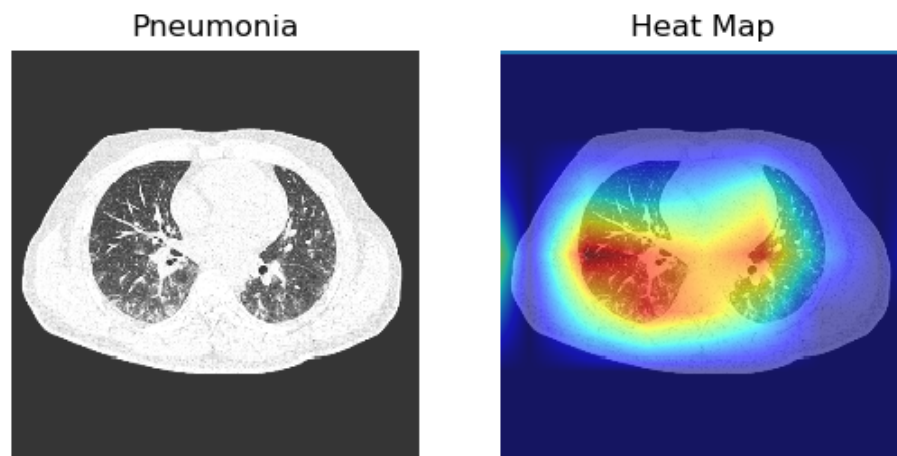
Grad-CAM de imagen CT categoría Neumonía. La imagen fue seleccionada de forma arbitraria y el modelo retorna los resultados 0.0009, 0.9984 y 0.0007 para las clases COVID-19, Neumonía y Normal respectivamente.
